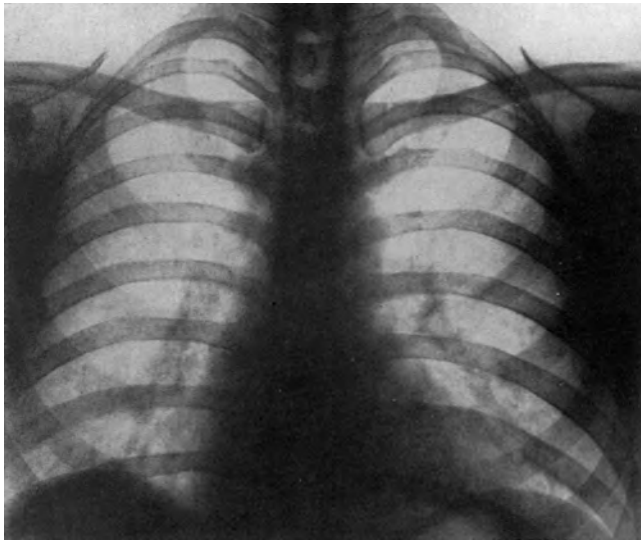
Röntgenaufnahme des S. W. 1954
